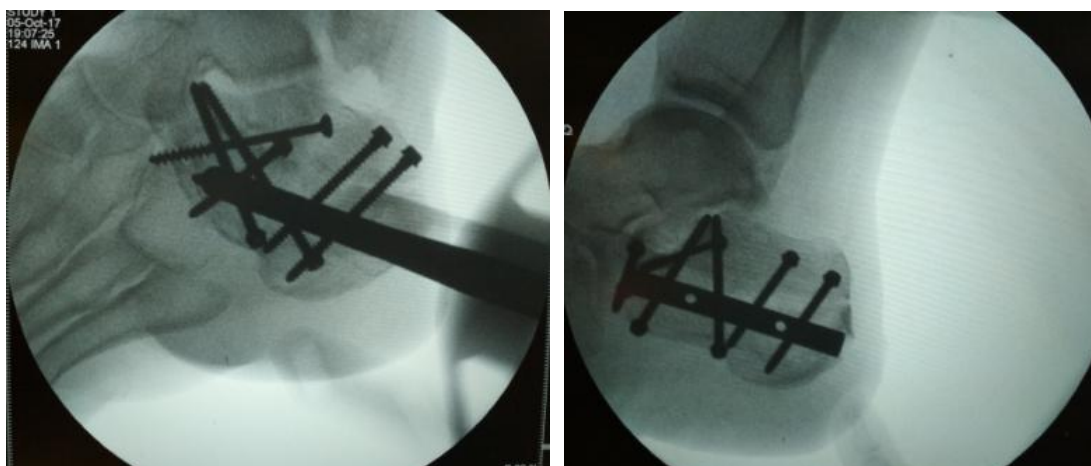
Рентгенограммы с ЭОП в боковой проекции и проекции по Броден. Отмечается анатомичное восстановление пяточной кости после остеосинтеза.
